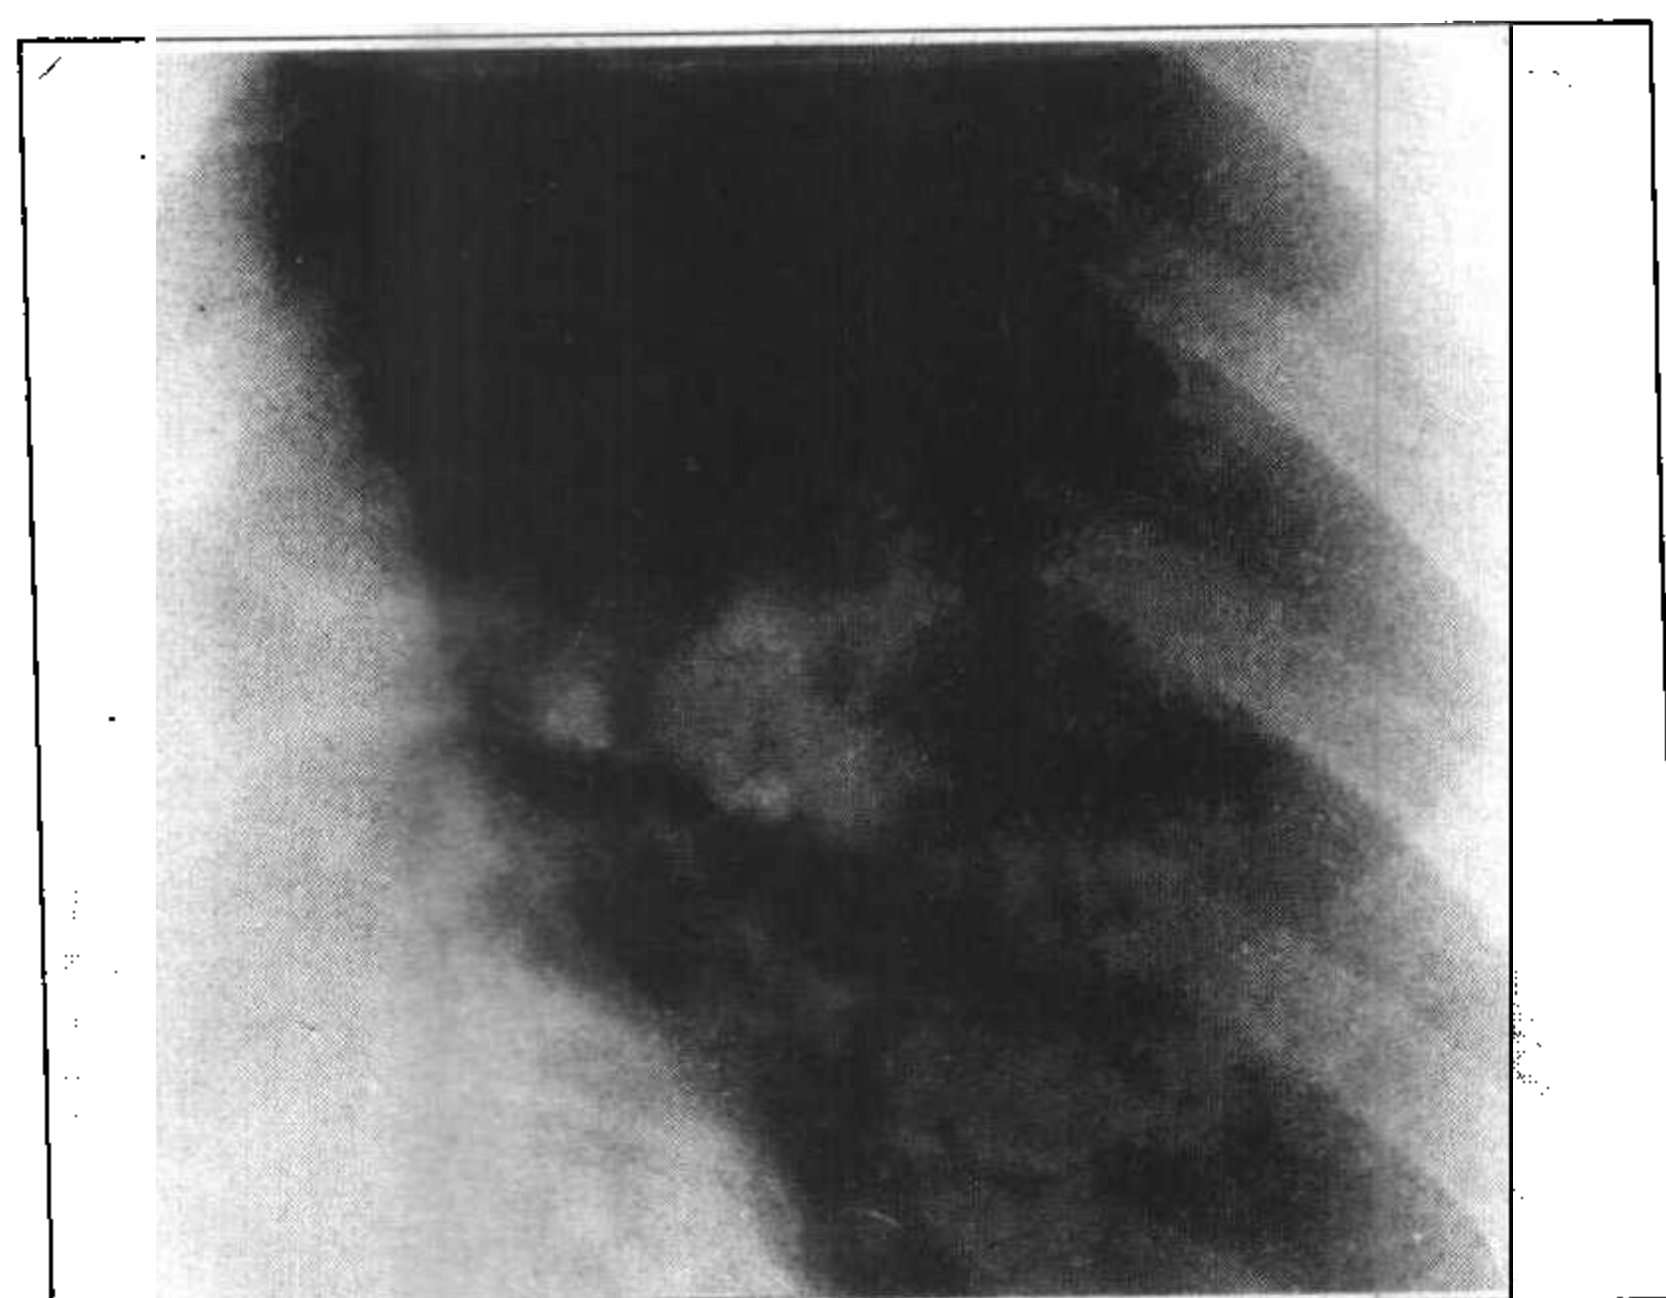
左肺错构瘤，平片可见病灶中心钙化
